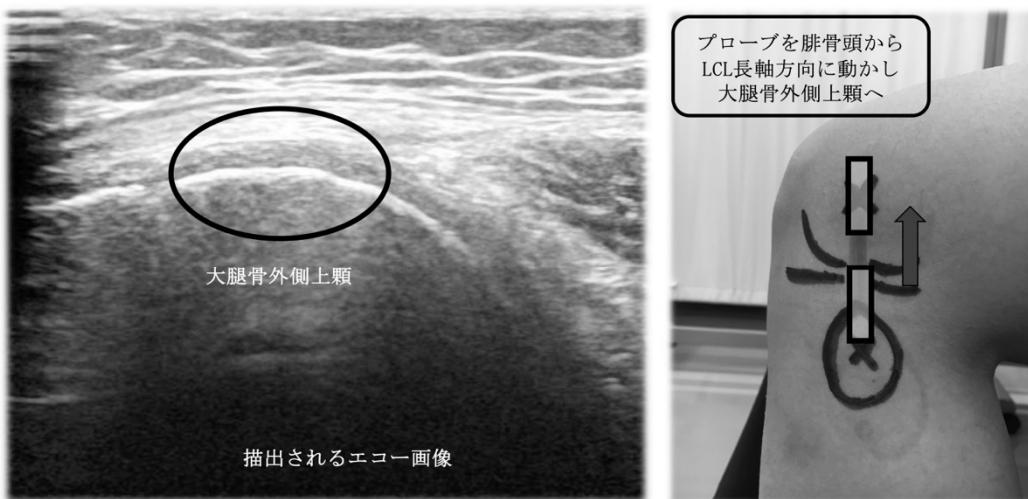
大腿骨短軸像で描出される大腿骨外側上顆のエコー画像
